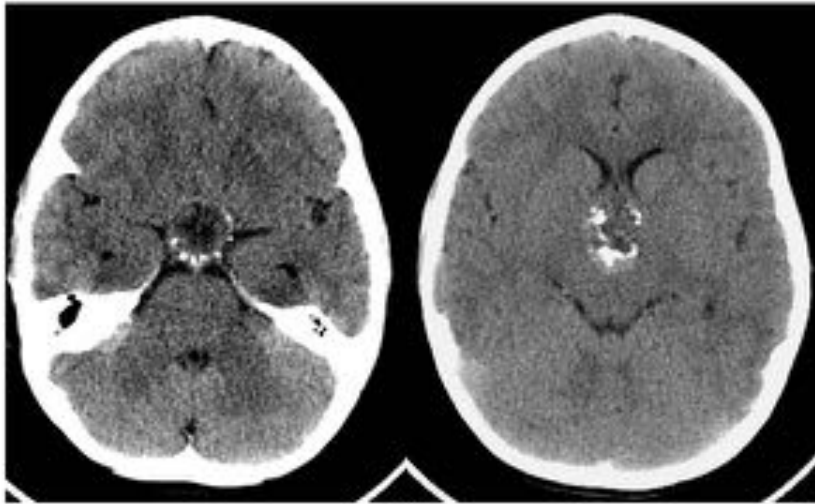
Calcificaciones en anillo en tumoración selar, signo típico en el TC sin contraste. en un varón de 8 años, clínica de cefalea y vómitos.
